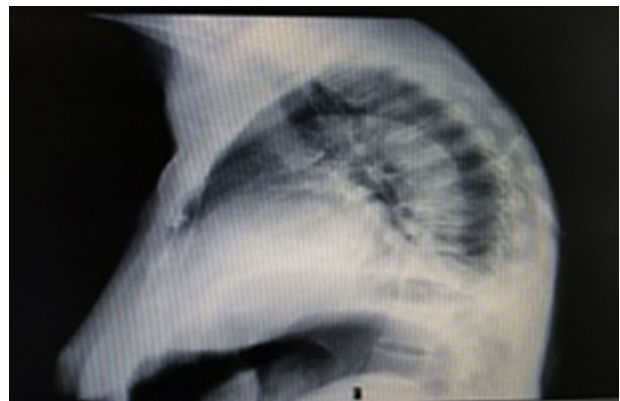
Radiografía de tórax en proyección lateral que evidencia neumoperitoneo.
